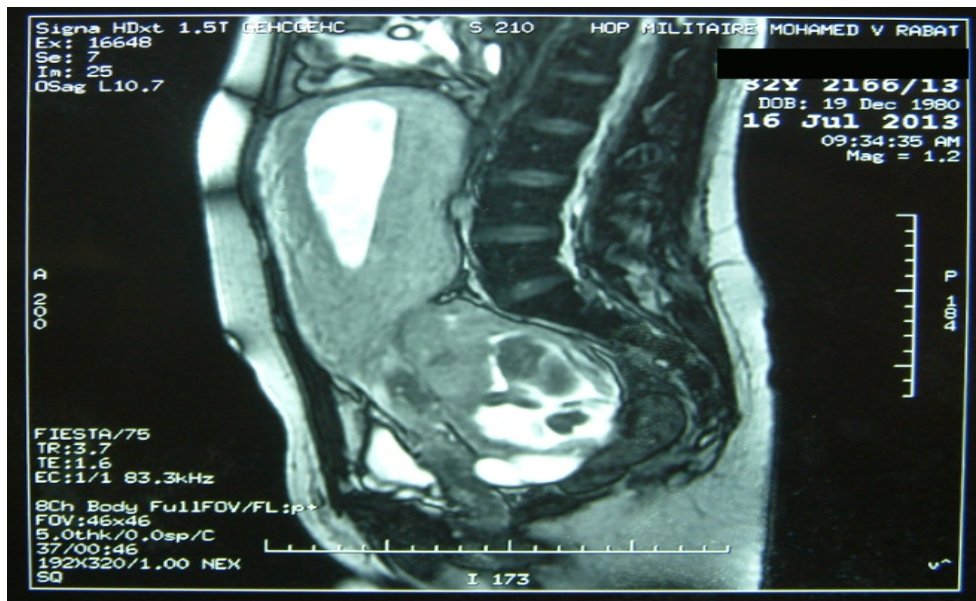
IRM pelvienne à 19 SA montrant la GIU et GEU avec les rapports placentaires.
